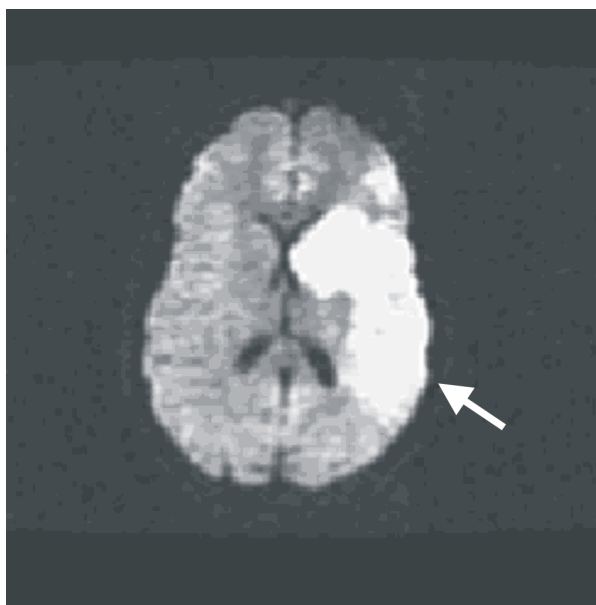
Resonancia Magnética (difusión) de cerebro del Caso II que muestra isquemia reciente en territorio de la arteria cerebral media izquierda.
